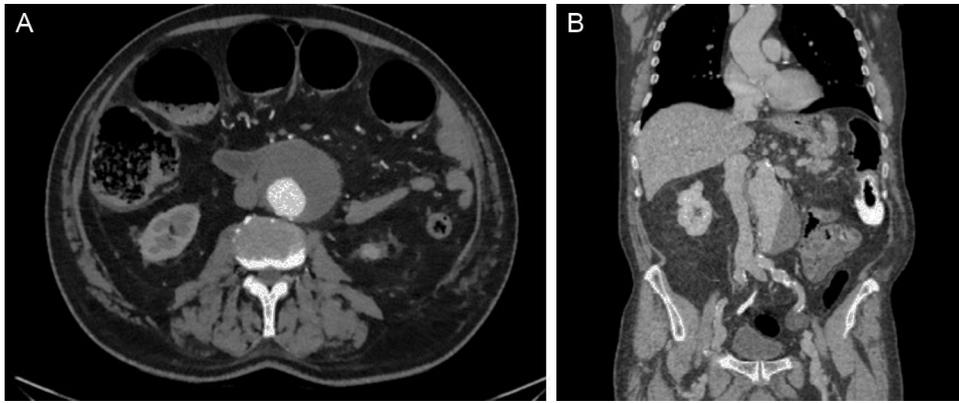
Imagen de la TAC observándose AAA a nivel infrarenal y dilatación del colon por neoplasia oclusiva de colon descendente (A: corte axial, B: corte coronal).
